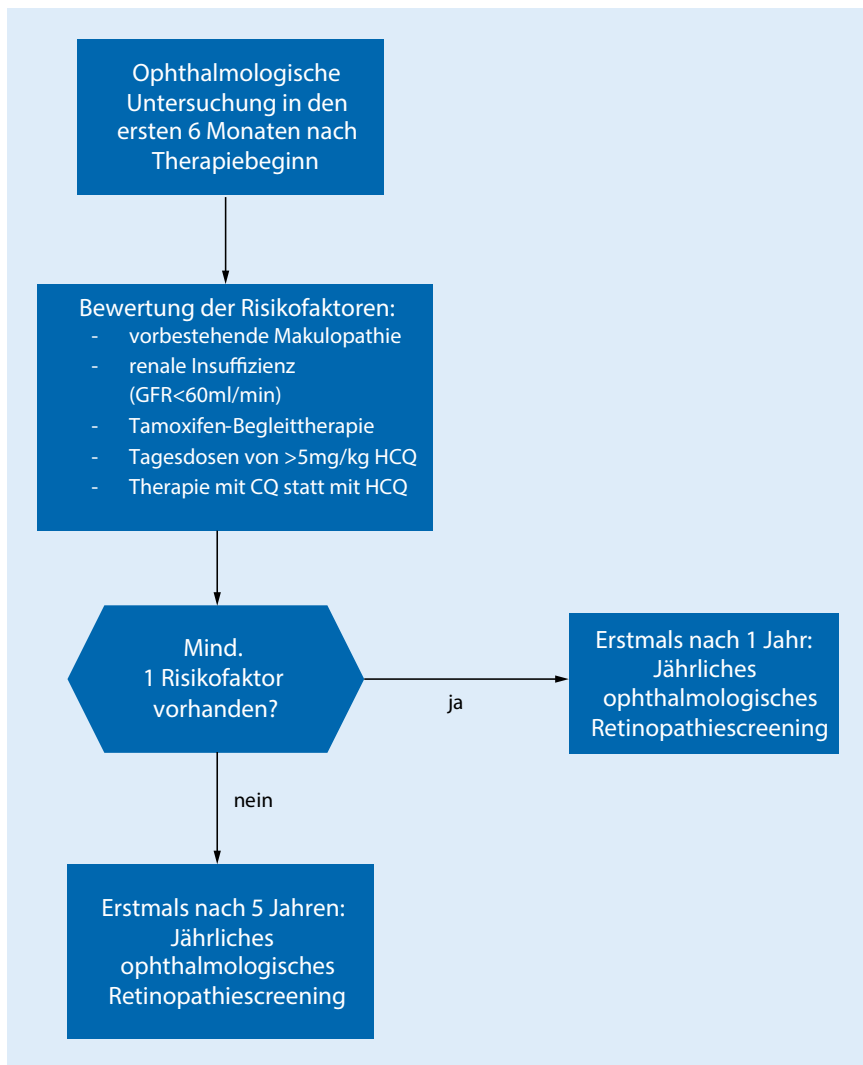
▲ Vorgehen zur Festlegung der Frequenz des Retinopathiescreenings. Das Retinopathiescreening umfasst immer eine geeignete subjektive und objektive Methode (in der Regel aGF [automatisiertes Gesichtsfeld] und OCT [optische Kohärenztomographie]). *GFR* glomeruläre Filtrationsrate, *HCQ* Hydroxychloroquin, *CQ* Chloroquin
